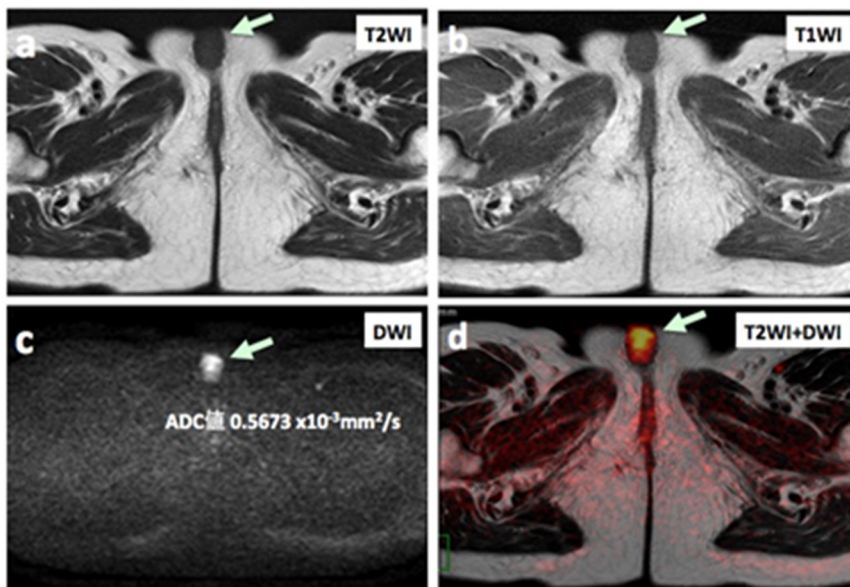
MRI検査では、恥骨の前面に31.3×21.0×20.0mm（縦径×前後径×横径）で、T2およびT1強調像で低～ごく軽度高信号（筋層と同信号）（a, b）、拡散強調像でやや不均一な高信号を示し、ADC値が0.5834×10⁻³mm²/sと低値を示す楕円形の腫瘍（c, d）が認められた。
